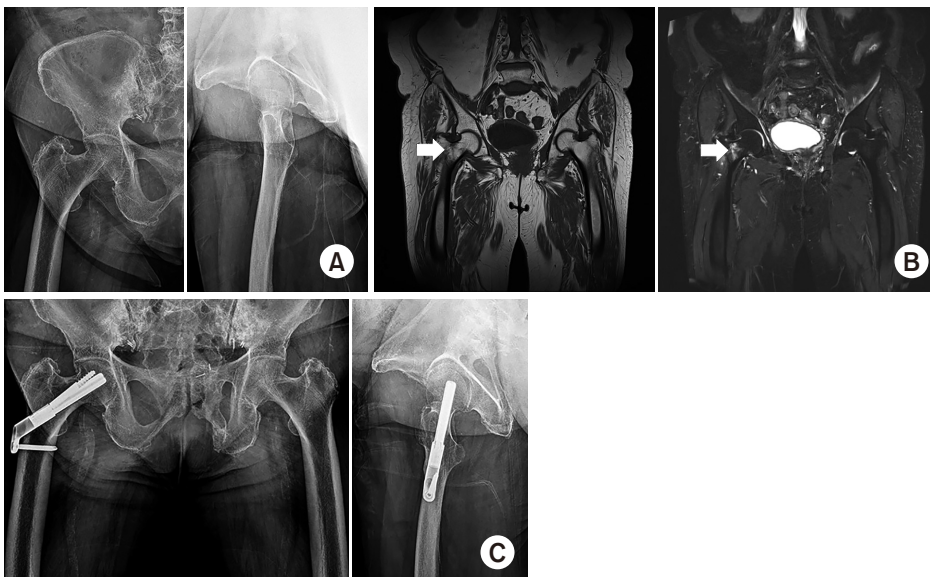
An 81-year-old female with right hip pain for several weeks and pain was aggravated one week before the hospital visit. (A) Simple x-ray shows no definite fracture line on the femoral neck. (B) Arrows in T1 and T2 fat suppression magnetic resonance imaging shows a fracture line in the right femoral neck. (C) X-ray at 10 months postoperatively shows the union of a right femoral neck fracture.
